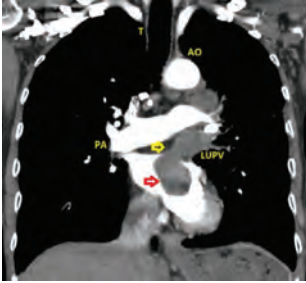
Thoracic computed tomography coronal view. Yellow arrow indicates the part of the mass which totally obstructed the left upper pulmonary valve (LUPV) and the red arrow shows the left atrial (LA) part of the mass. Ao: aorta, PA: pulmonary artery, T: trachea.
